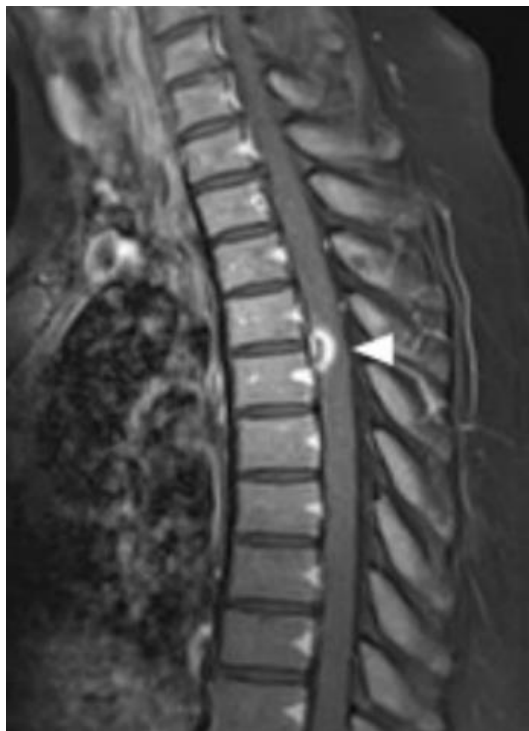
IRM médullaire, coupe sagittale, Séquence T1 FAT-SAT avec injection de produit de contraste, montrant un rehaussement intramédullaire superficiel (pointes de flèches), présentant un aspect en « gouttière de bougie » [36].
